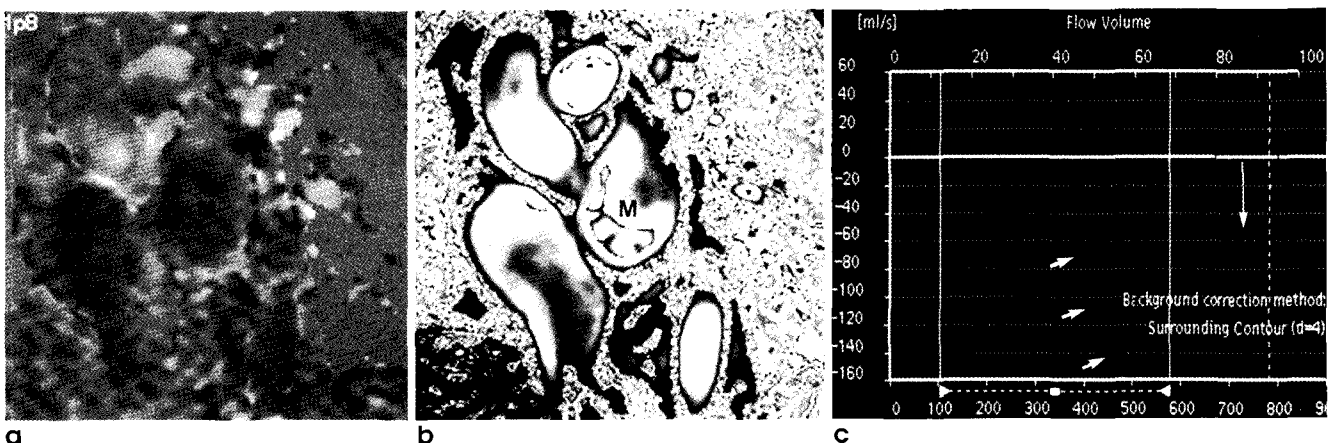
Velocity encoding cine method for evaluation of mitral inflow in a patient with constrictive pericarditis. a. One of phase contrast cine image shows low contrast difference between anatomical structures. b. However, corresponding magnitude image has higher contrast to draw a ROI on mitral inflow. c. Time-velocity curve of mitral inflow shows high velocity and rapid acceleration of early mitral inflow (short arrows; E wave in echocardiography) and relatively low velocity of late mitral inflow due to atrial contraction (long arrow; A wave in echocardiography) which is a typical pattern of mitral inflow in constrictive pericarditis. M: mitral inflow.
